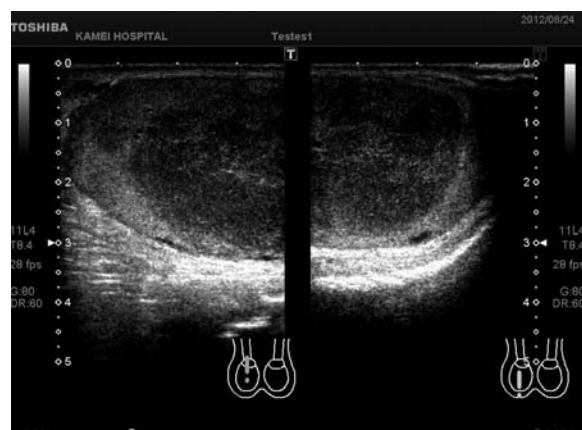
Scrotal ultrasonography revealed a heterogeneous hypoechoic mass in the right testis.
